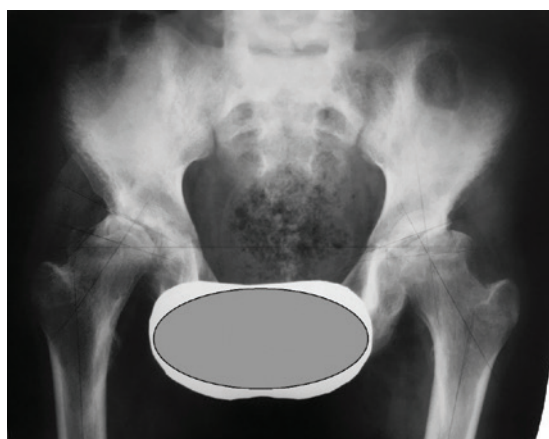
Пациент 4, 19 лет. Рентгенограмма тазобедренных суставов: снижение высоты эпифизов, сужение рентгенологических суставных щелей, латерализация головок бедренных костей
